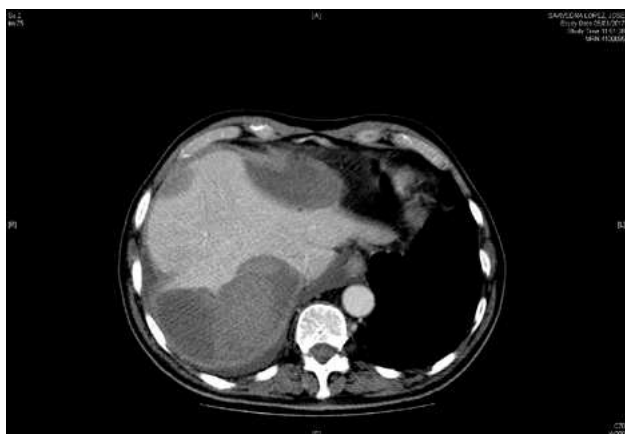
TAC abdominal de control
